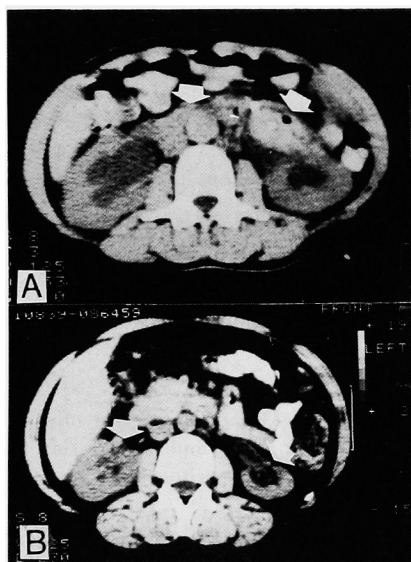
Abdominal CT scan of Case 2 before steroid therapy. Bilateral hydronephrosis was observed. Ureters were surrounded by dense tissue (arrows).
